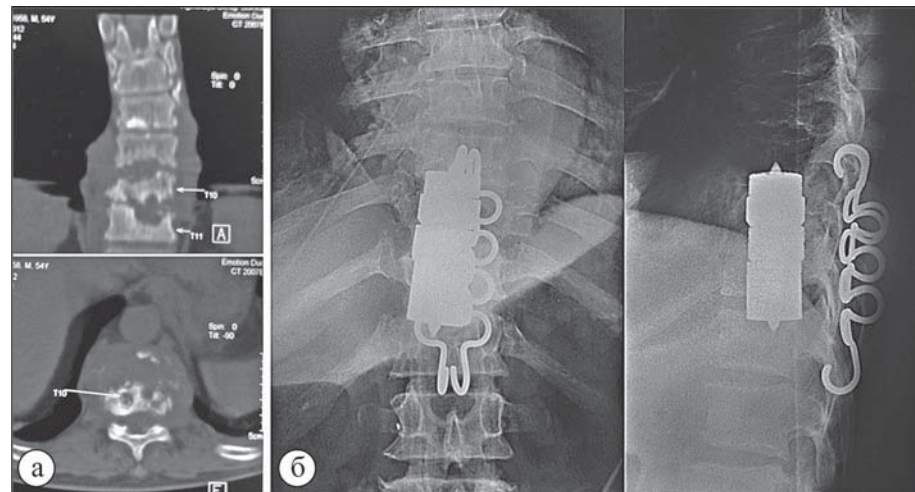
Фото КТ и спондилограмм больного Д., 54 лет с хроническим деструктивным спондилоартритом Th_9-Th_{11} в IV стадии: а – до операции; б – через 7 месяцев после хирургического лечения.
